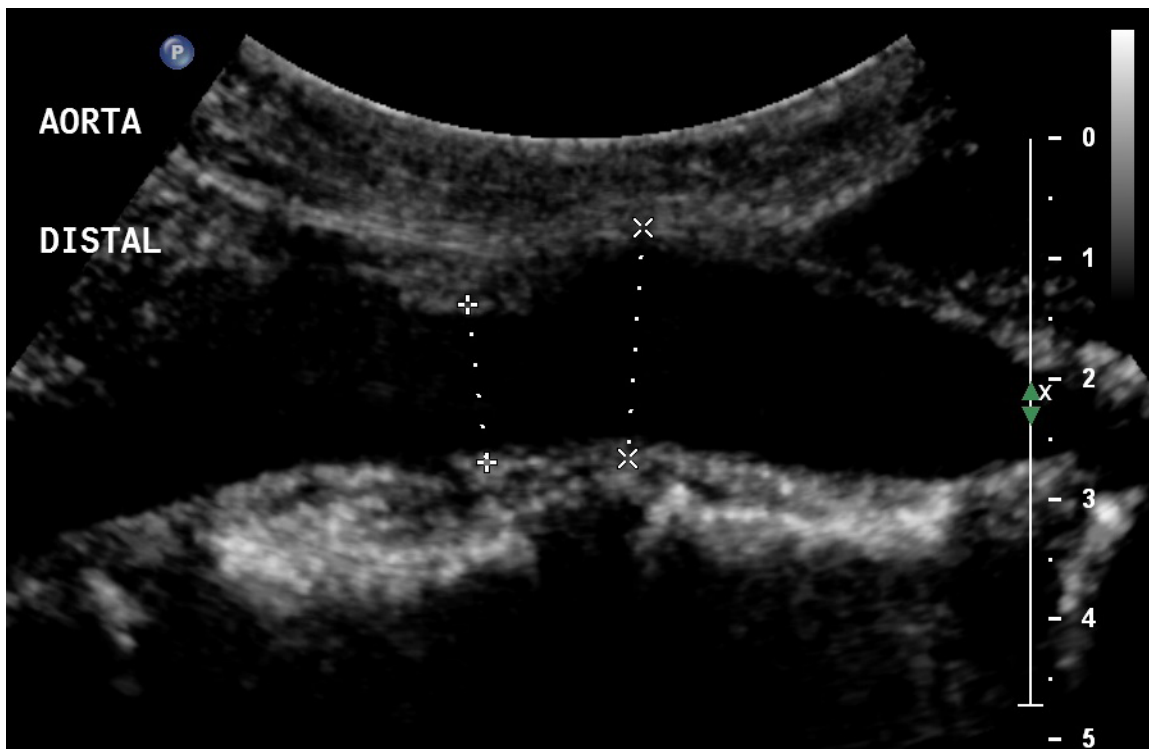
Ultrassonografia convencional (modo-B) da porção distal da aorta (eixo longitudinal)
